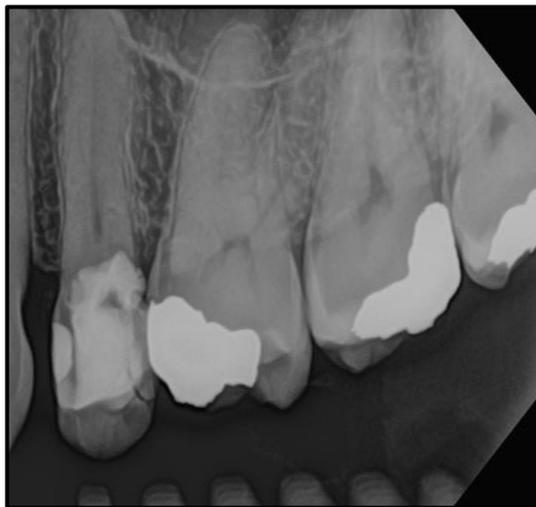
Radiografia inicial
